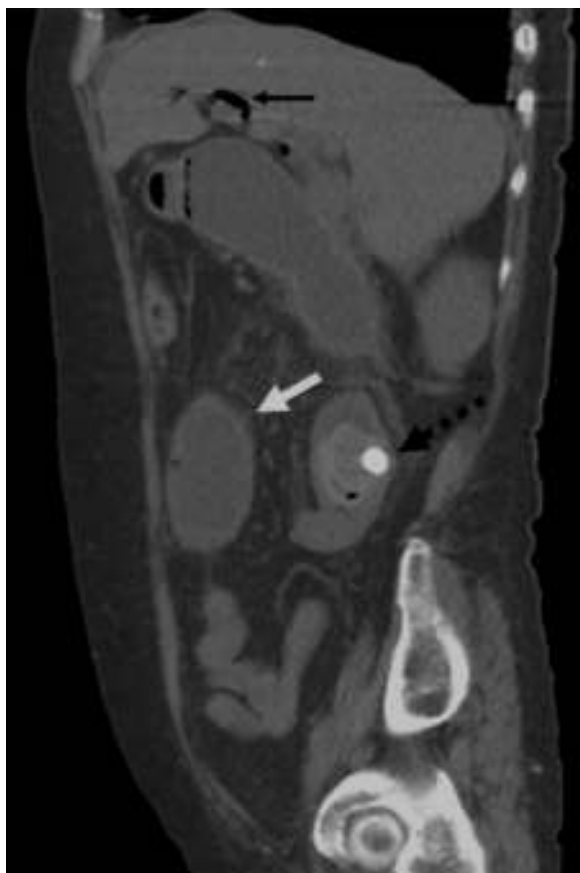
Corte sagital de tomografía abdominal con triada de Rigler. Dilatación de asas intestinales (flecha blanca), neumonía (flecha negra) y cálculo biliar ectópico en yeyuno proximal (flecha negra punteada).
